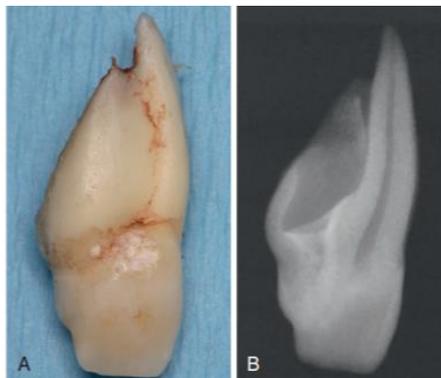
(A) Incisivo lateral superior derecho deformado. (B) Radiografía del mismo diente que exhibe un canal forrado por esmalte radiopaco. El canal es paralelo a la pulpa y se extiende desde el borde incisal hasta una salida a lo largo de la cara lateral de la raíz.
